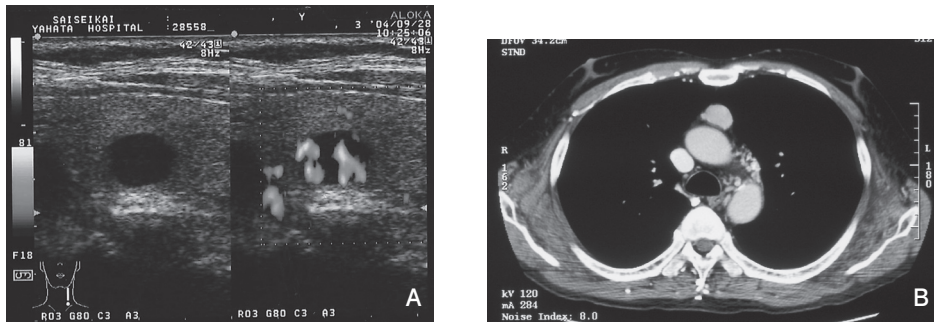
頸部エコー (A) および CT (B) で確認された腫大副甲状腺
